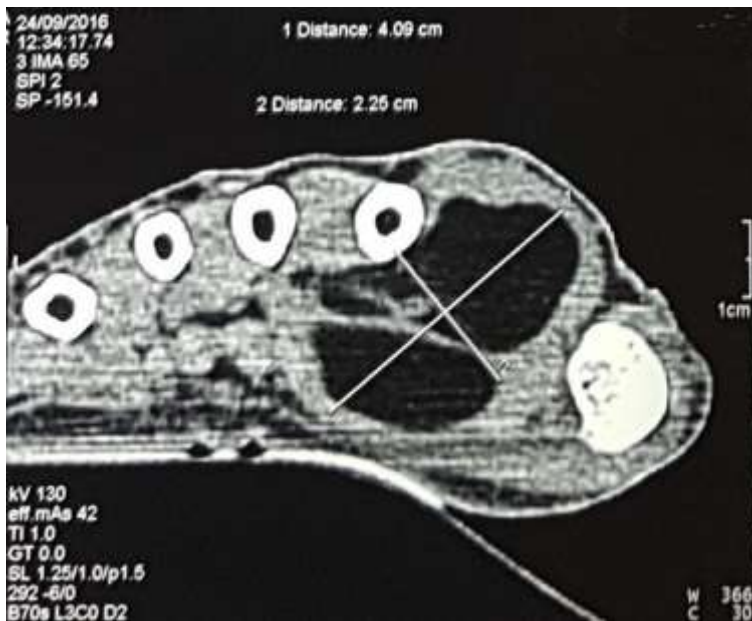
image radiologique tomodensitométrie (TDM) d'une formation d'allure lipomateuse au niveau du premier espace interdigital de la main droite
